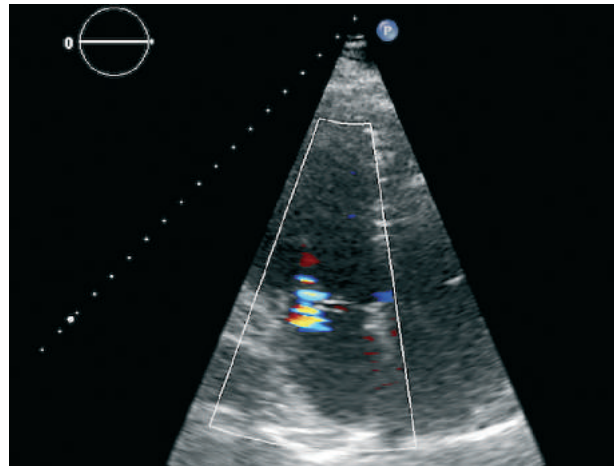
2D-эхокардиограмма в отдаленном периоде после операции. Восстановление замыкательной функции клапана
